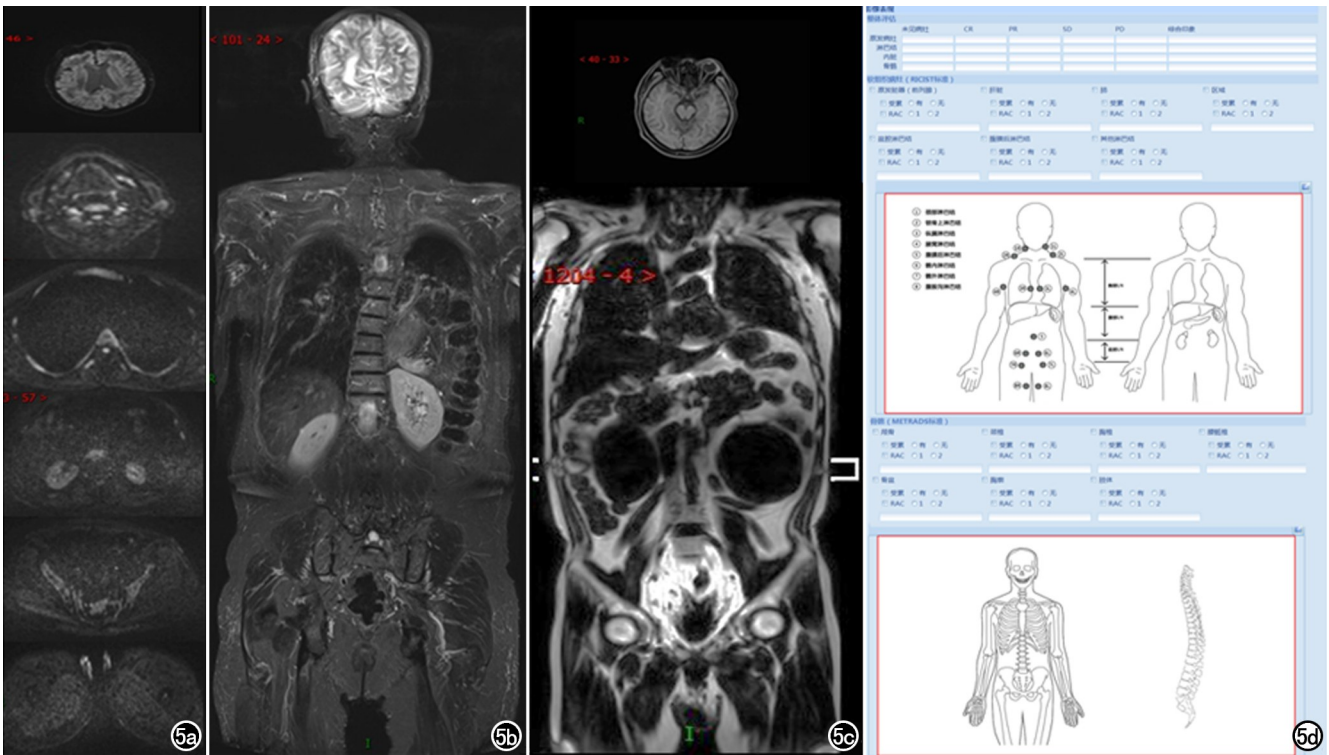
META-RADS-P 结构化报告。a)前列腺 WB-DWI(头、颈、胸、腹、盆腔、大腿)图像;b)前列腺 WB-MRI T₂WI 图像;c)前列腺 WB-MRI T₁WI 图像;d)META-RADS-P 结构化报告,影像表现主要包括原位肿瘤、全身软组织和淋巴结、全身骨骼等,按照指南要求填写影像特征,自动生成 META-RADS-P 分类报告。
